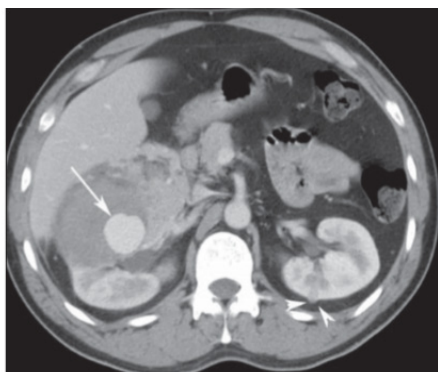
Arquivo de Radiologia Brasileira, Imaging of tuberous sclerosis complex: a pictorial review, 2017. Mostra TC em corte axial contrastada com um tumor heterogêneo grande, de alta atenuação, com um aneurisma no rim direito (seta) e um pequeno angiomiolipoma pobre em lipídios no rim esquerdo (ponta de seta).
